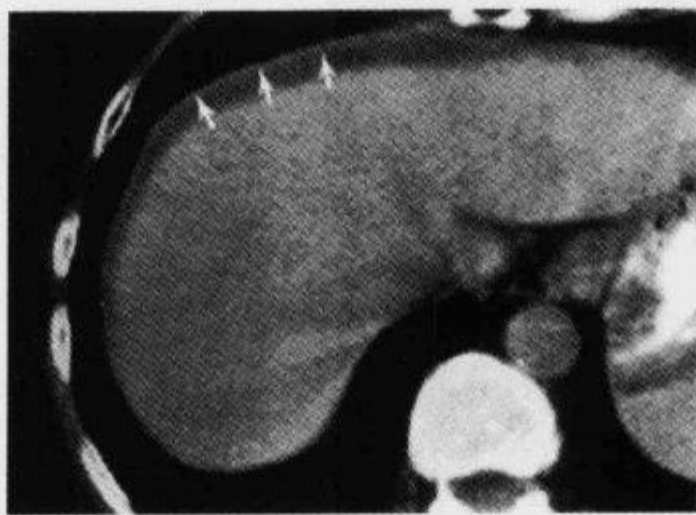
上腹部 CT 平扫示“膈肌征”
